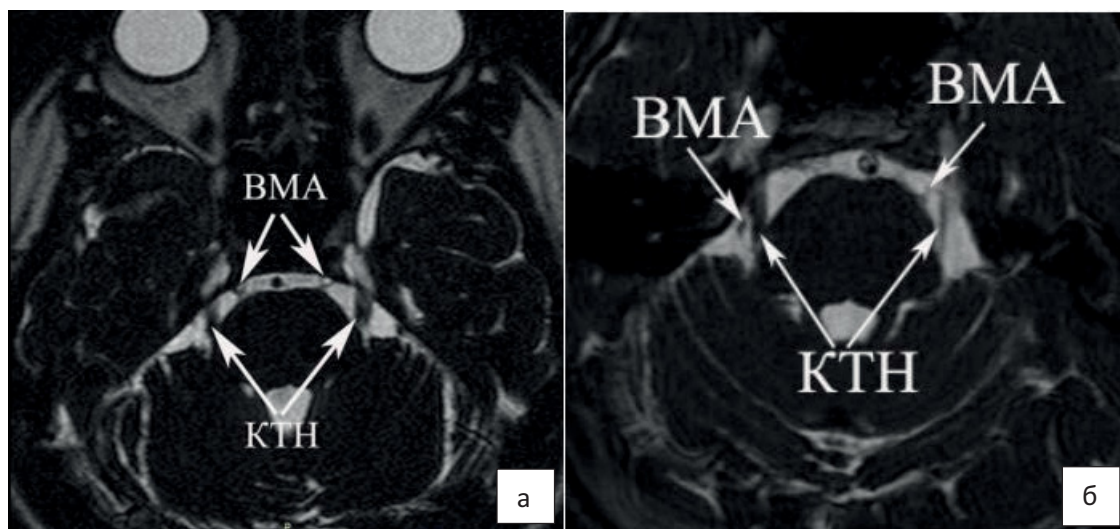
Магнитно-резонансная томография: а) конфликт между корешком тройничного нерва и верхней мозжечковой артерией отсутствует; б) нейроваскулярный конфликт между корешком тройничного нерва и верхней мозжечковой артерией слева, справа конфликт отсутствует (исследования Кадян Н. Г., 2023).
